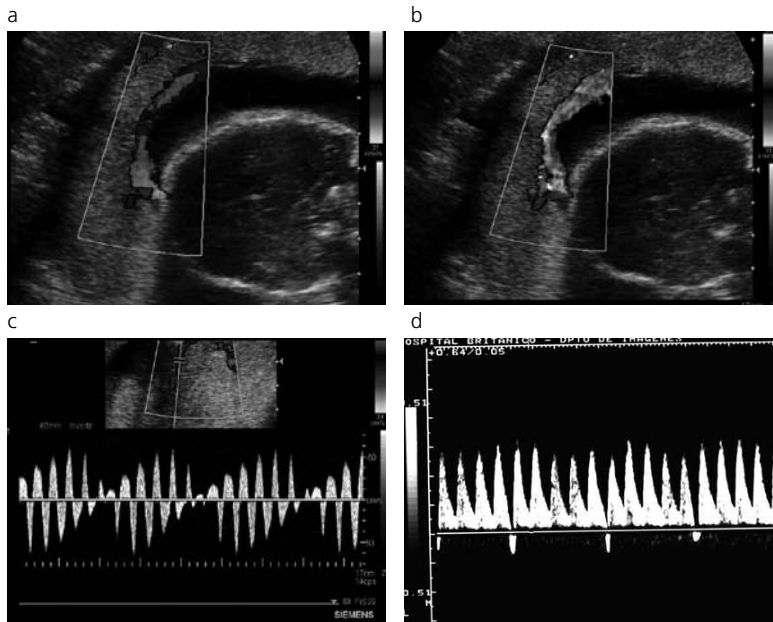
Flujo diastólico ausente/reverso intermitente. Evaluación con Doppler color de una anastomosis arterio-arterial de gran tamaño que presenta flujo en una dirección en un momento (a) y en el sentido contrario en otro (b). En c) se observa la representación espectral de lo observado en a) y b). En d) se observa la evaluación con Doppler espectral de la arteria umbilical de uno de los fetos; se visualiza flujo reverso intermitente y fluctuante que representa la transmisión de lo que ocurre a nivel de la anastomosis de gran tamaño.
